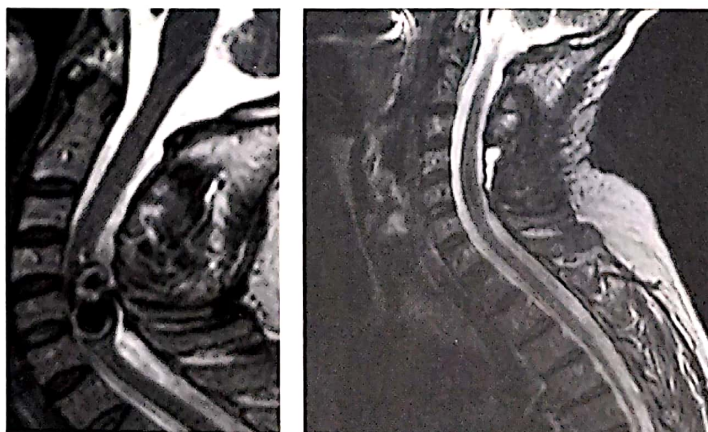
Aspect IRM al unui cavernom intramedular cervical ablat în totalitate. *Imaginea din stânga, aspect preoperator, iar în dreapta, aspect postoperator la 6 luni.*
